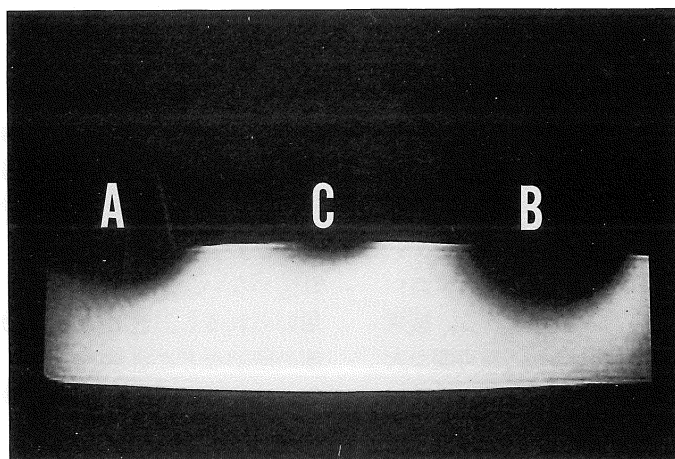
MR imaging artifacts due to the sand (A), extracted ferromagnetic components (B) and the remnants (C).
